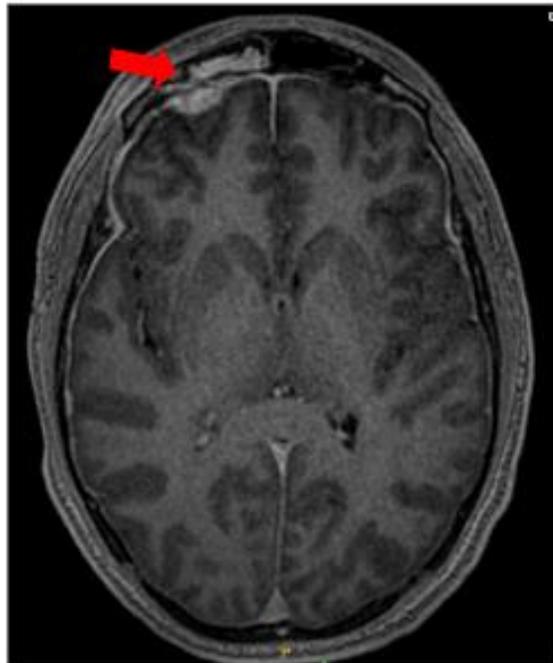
RM. Secuencia T1 SPGR. Se observa hematoma epidural frontal derecho y ocupación del seno maxilar homolateral por imagen líquida isointensa al LCR.
